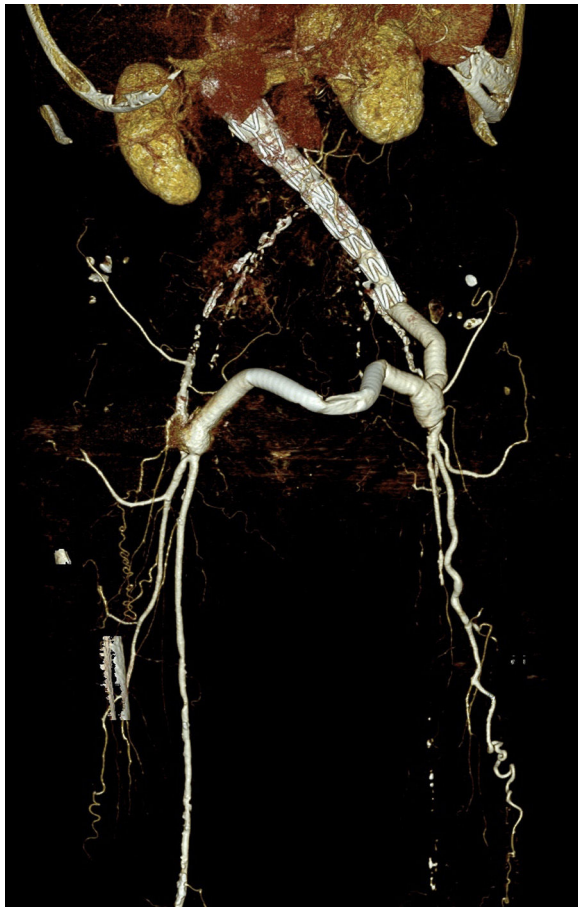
Angio-TC en la que se observa endoprótesis aorto-iliaca izquierda, *bypass* ilíaco-femoral izquierdo y *bypass* fémoro-femoral cruzado izquierdo-derecho expuesto.
